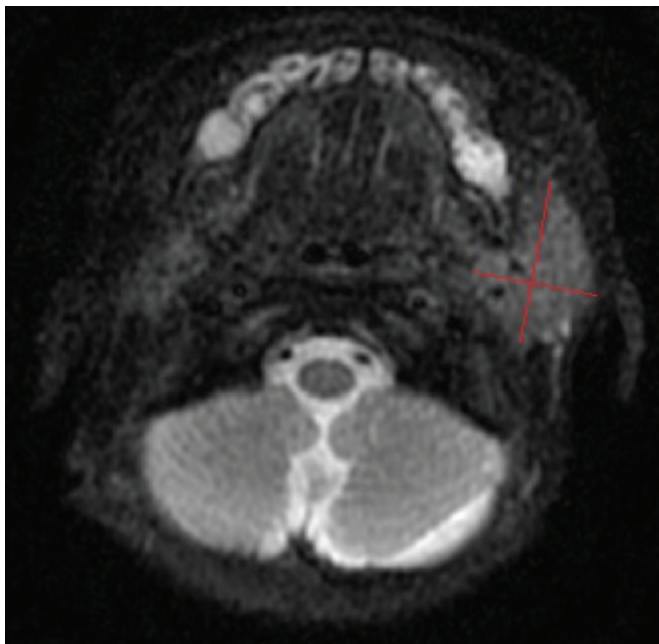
Maxillo-facial MRI findings. Axial T1W show diffuse parotid gland enlargement
